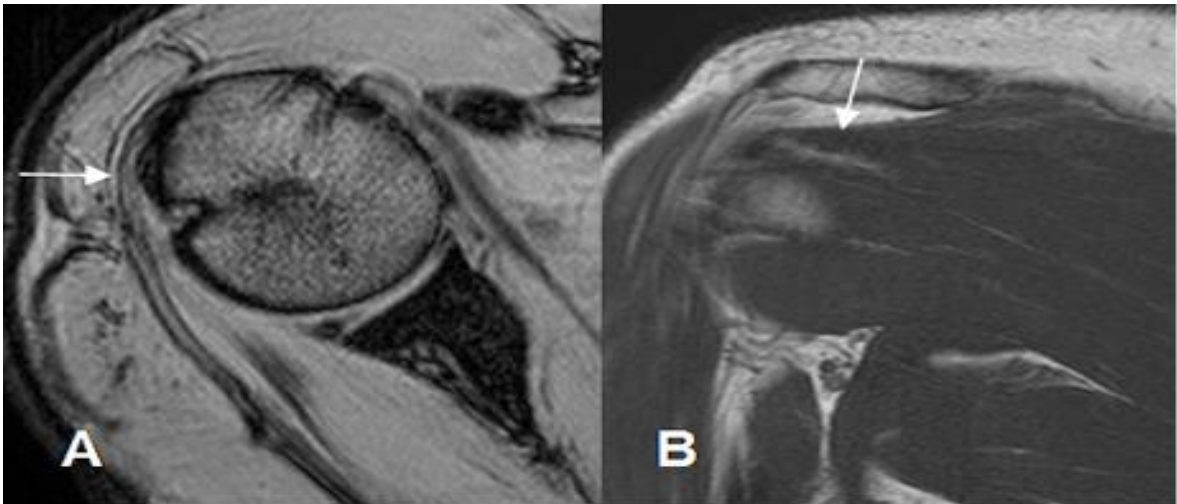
Tendón del infraespinoso normal. A: RM axial en FFE y B: RM coronal en T1.
